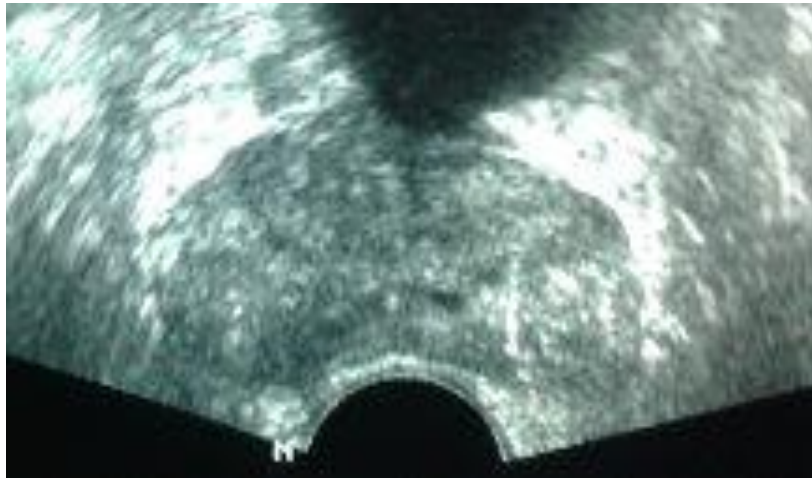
Ultrasonido Transrectal glándula prostática normal, homogénea sin lesiones focales.
